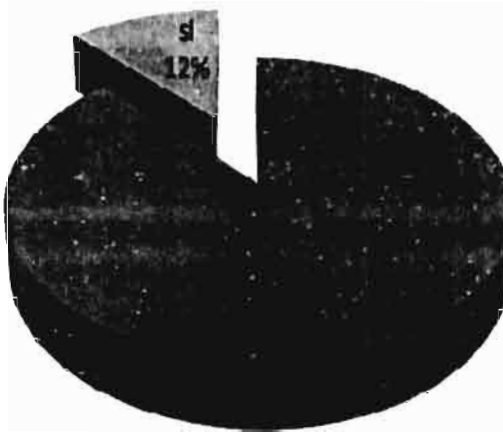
Hallazgos ultrasonográficos de apendicolito.
